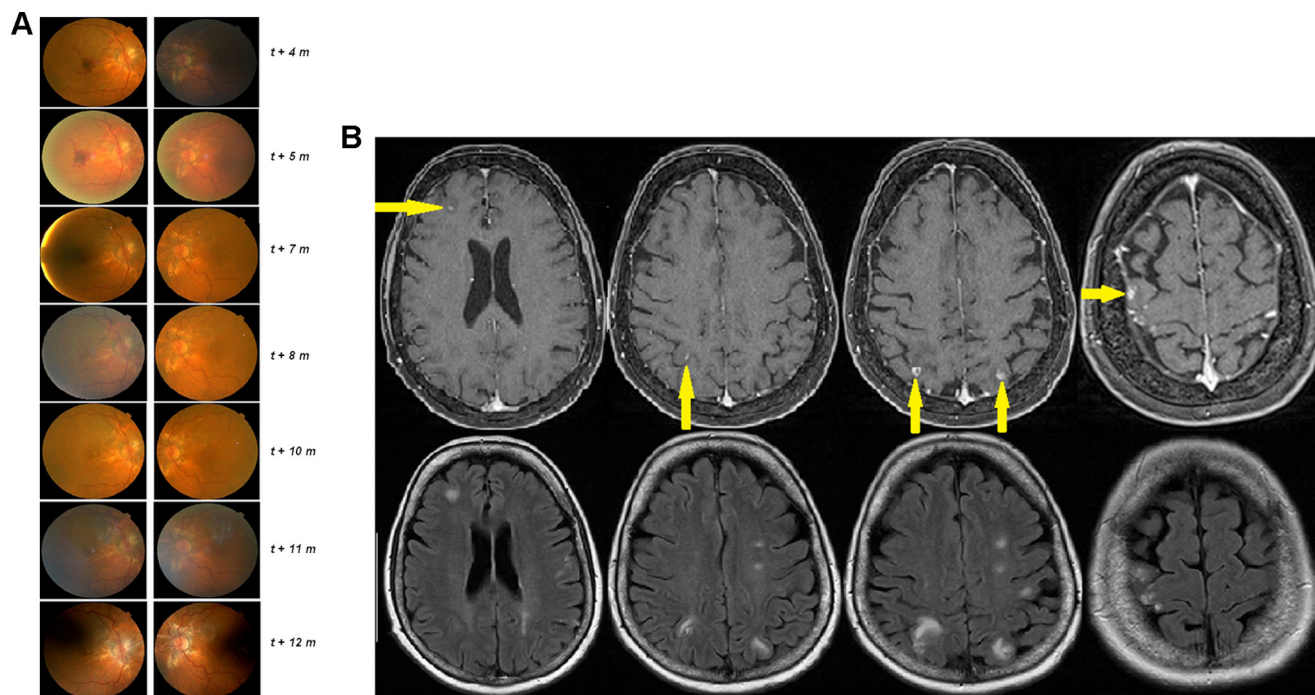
Imageries d'une patiente atteinte de métastases choroïdiennes d'un adénocarcinome pulmonaire, traitées par des injections intravitréennes de bévazumab et irradiation externe. A. Fond d'œil montrant une hémorragie maculaire du côté droit et des lésions pigmentaires sus-maculaires bilatérales. B. IRM cérébrale : séquence T1 (première ligne) et FLAIR (deuxième ligne). Localisations cérébrales multiples.
